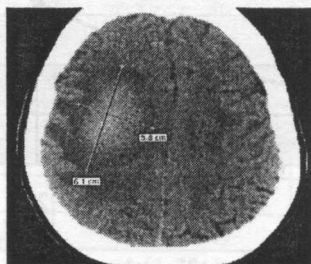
CT cerebrală a pacientului C (cazul clinic Nr. 78) cu fenomen de „împingere”
